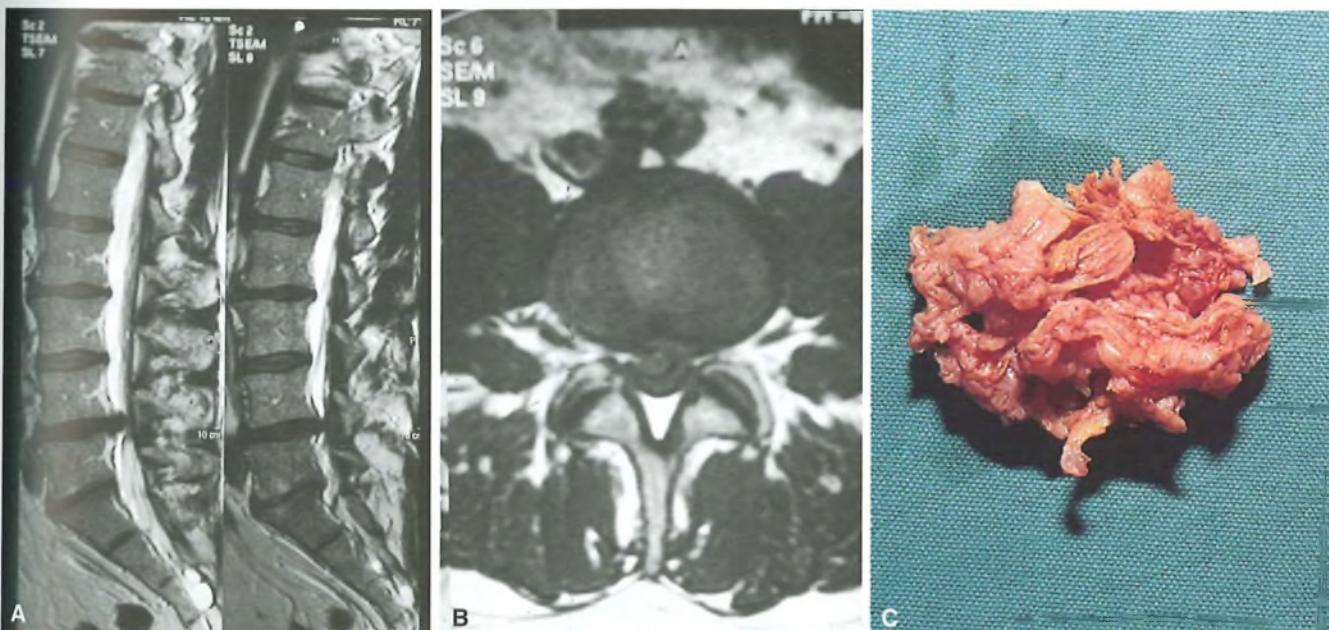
A) Risonanza magnetica nucleare (RMN) della colonna vertebrale. L'esame mette in evidenza sia in sezione sagittale (A) che coronale (B) la presenza di un'ernia discale espulsa tra i corpi vertebrali L4-L5 che comprime il sacco durale. La foto C mostra i frammenti del nucleo polposo dopo discectomia.
